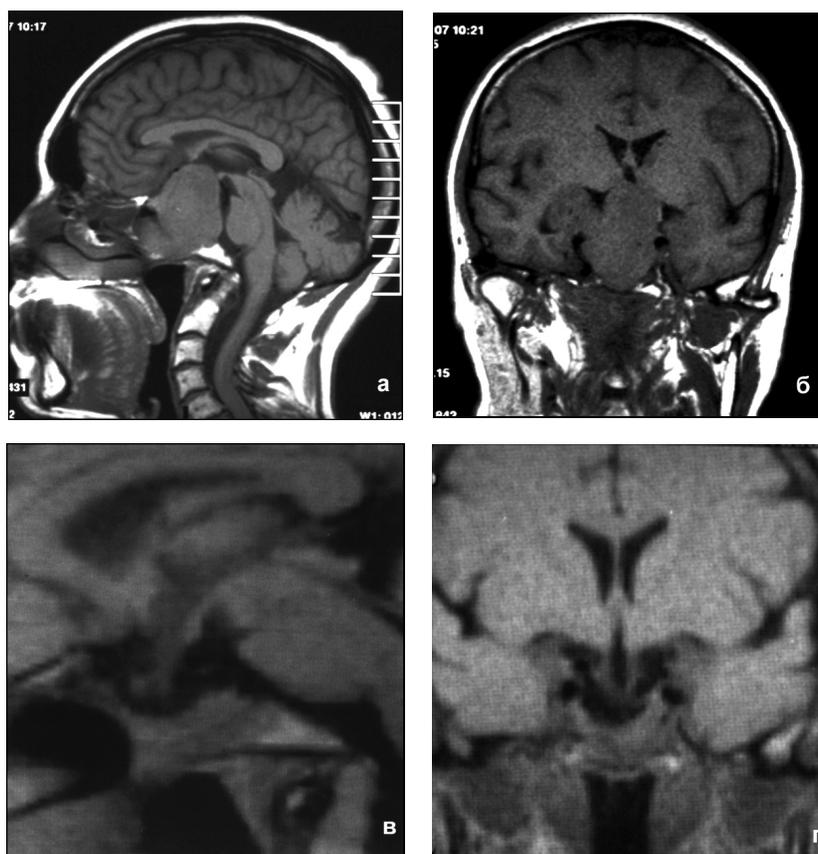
Эндоскопическое эндоназальное удаление гигантской эндосупраселлярной аденомы гипофиза с вторичным узлом: а, б – МРТ до операции, в, г – МРТ через год после операции.
